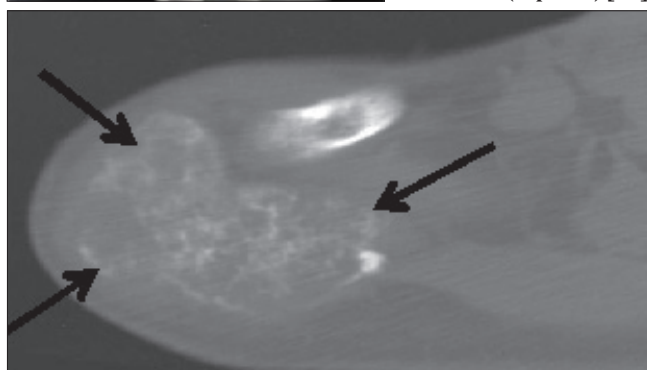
Аксиальные срезы компьютерной томографии выявляют замещающий акромион хондроидные, частично кальцинированные элементы (стрелки) [26]
